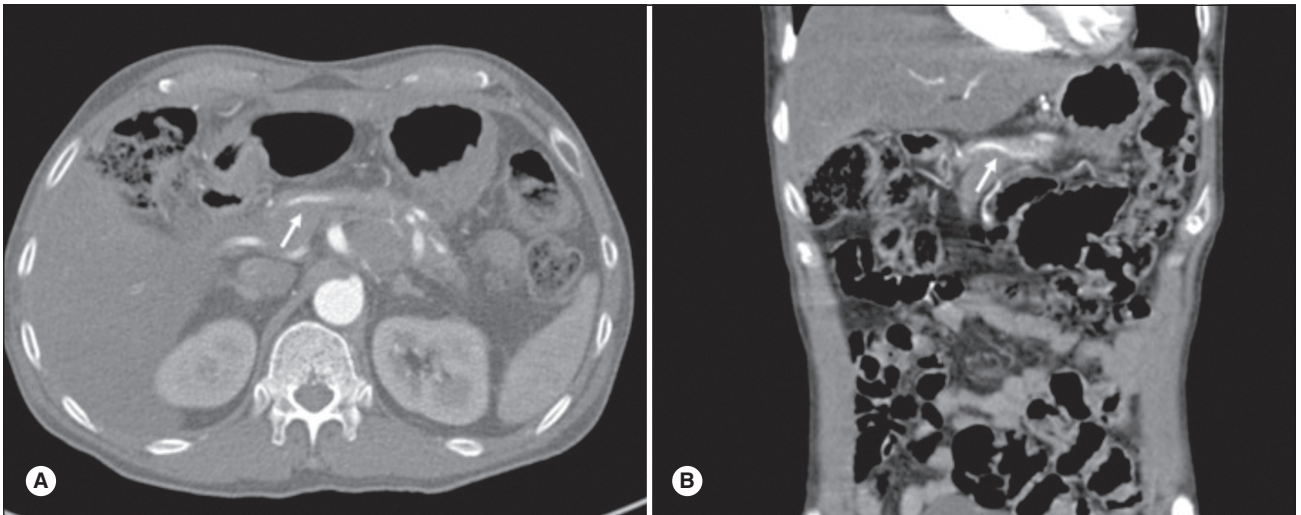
Зображення артеріальної фази КТ в аксальній (А) та коронарній (В) площинах. Екстравазація контрасту в протоку підшлункової залози (стрілка), що є ключовим проявом НР [65], ліцензія 4.0 CC BY-NC)
